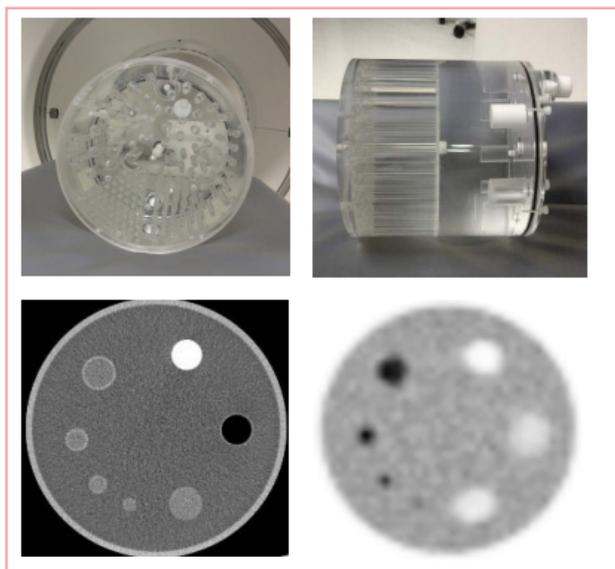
Fantoma de PET del Colegio Americano de Radiología. Arriba se aprecia el fantoma en su forma física. Abajo están las imágenes de CT (izquierda) y PET (derecha). Las imágenes de CT muestran varios cilindros de materiales como aire, agua y teflón. La imagen de PET muestra la atenuación dada por dichos cilindros.
